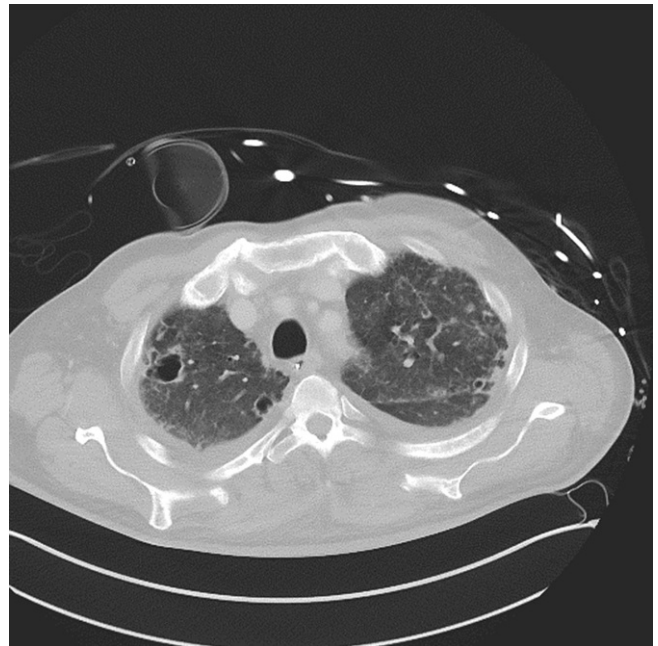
▲ Computertomographie des Thorax im September 2019 mit kavernösen und retikulogranulomatösen Veränderungen. (Mit freundl. Genehmigung, © Prof. G. Adam, UKE, Hamburg, alle Rechte vorbehalten)
